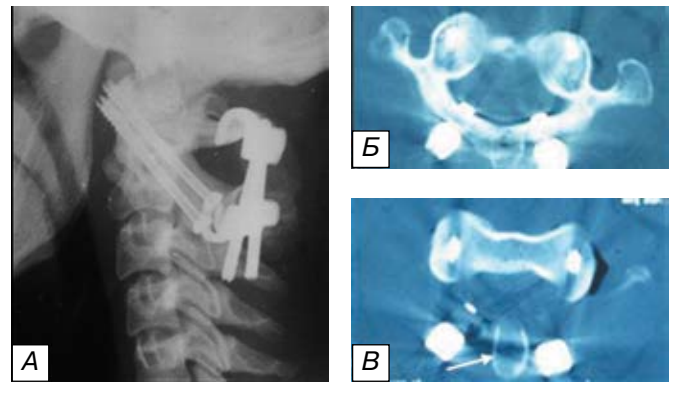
Контрольные снимки пациента Л., 19 лет, после первого этапа хирургического лечения: а — обзорная спондилограмма в боковой проекции; б,в — КТ позвонков C₁-C₂ в аксиальной проекции; г — МРТ шейного отдела позвоночника в сагиттальной проекции, режим T1. Ось позвоночника восстановлена, положение фиксаторов правильное. В междужковом промежутке позвонков C₁-C₂ установлен костный ауто-трансплантат (указан стрелкой). Сохраняется вентральная компрессия спинного мозга фиброзными тканями в области перелома зубовидного отростка (указано стрелкой).
